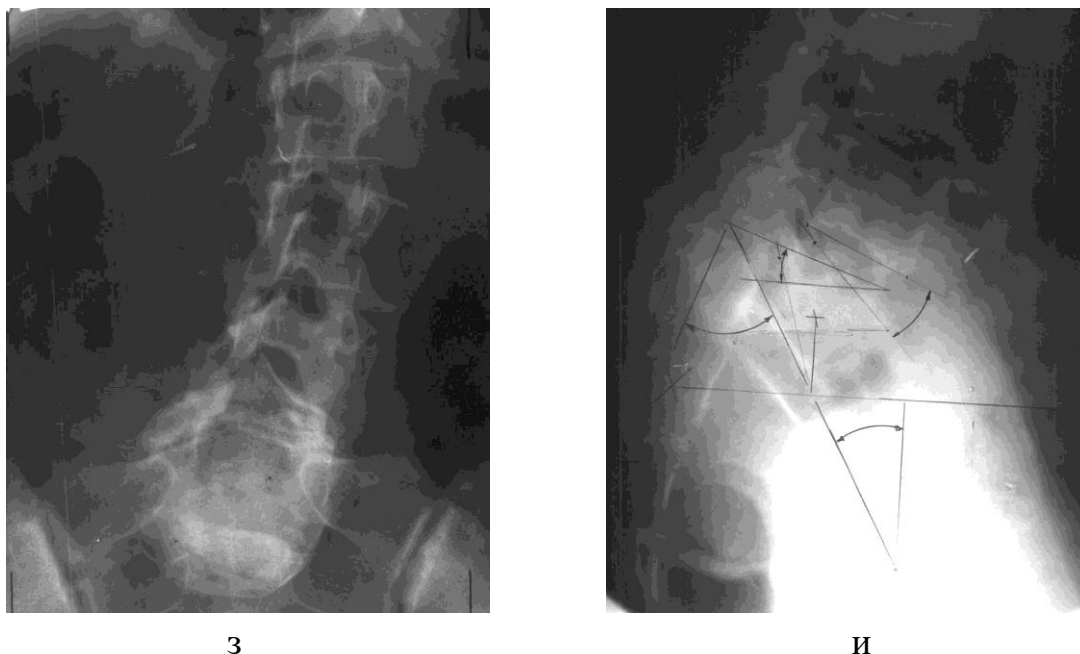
(продолжение) Серия рентгенограмм б-й Т-вой (и.б. № 32371): передне-задняя (з) и боковая (и) рентгенограммы после демонтажа скелетного вытяжения.
